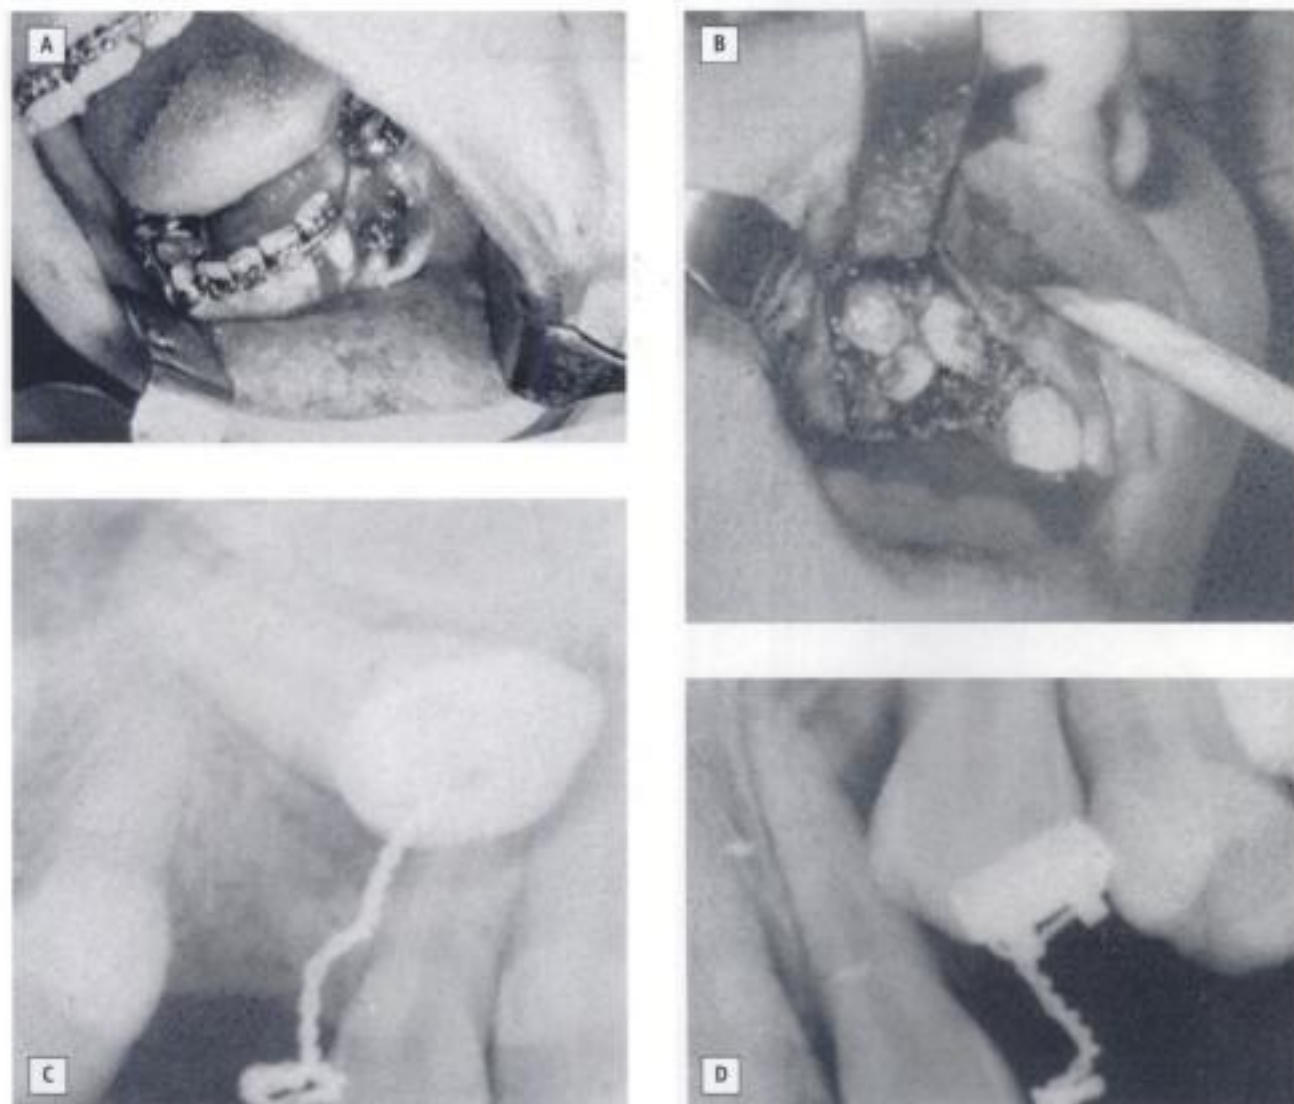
Brackets cementados directamente durante el acto operatorio (A y B); radiografía de un bracket con su alambre de tracción cementado a palatino (C) y en vestibular (D).
